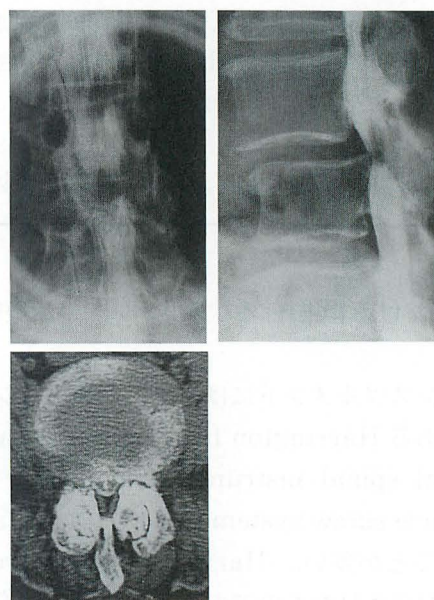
脊柱管狭窄症65歳女性 L3-4椎間において、変性すべりを認める。脊髓腔造影では、不完全ブロックを呈し、造影後CTでは、椎間関節の著明な肥厚を認めた。
